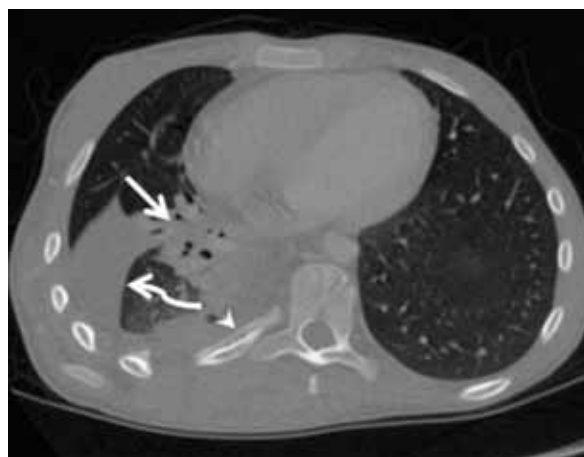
Computertomographie, 5 mm Rekonstruktion aus einem Mehrschicht-Datensatz nach intravenöser Kontrastmittelgabe. Die Infiltration (Pfeil) der rechts-basalen Lungenabschnitte sowie der Erguss (gekrümmter Pfeil) und die periostale Knochenneubildung an dorsalen Rippen sind erkennbar (Pfeilspitze).
